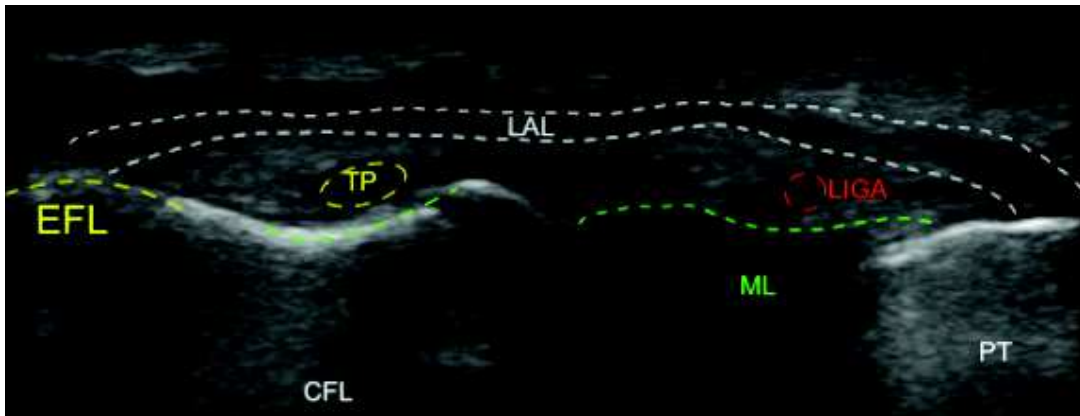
repérage échographique du corps du LAL, détendu par jambe en rotation neutre.
